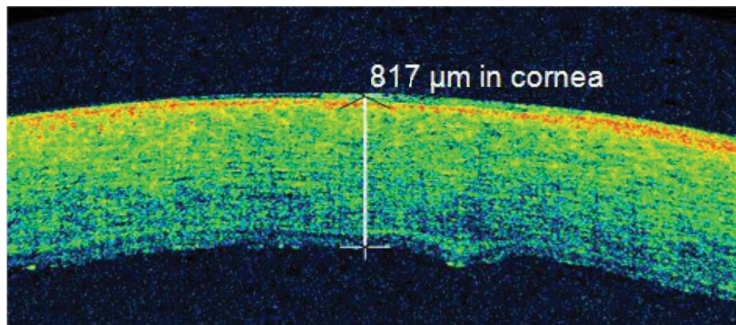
ОКТ-томограмма роговицы пациента с ЭЭД роговой оболочки группы сравнения до начала лечения
